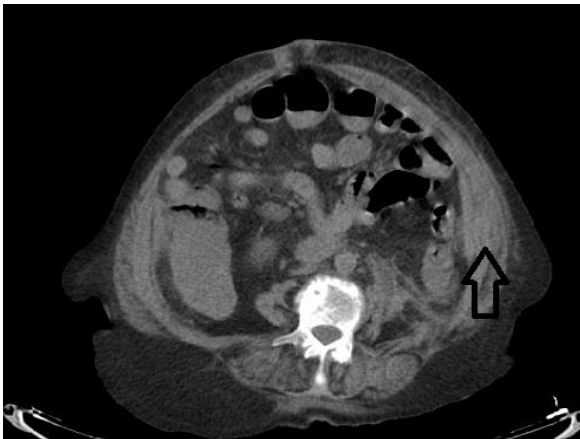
Computed tomography shows rectus sheath hematoma
